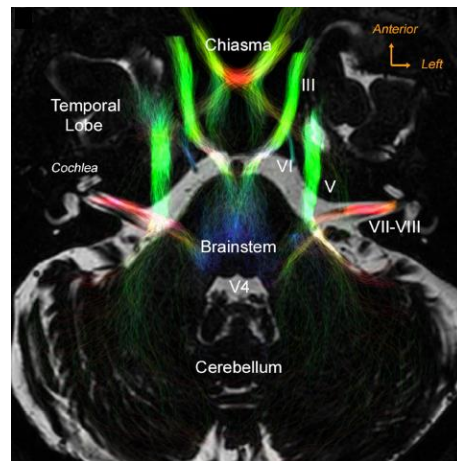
MRI Kepala Sekuens SSFP
